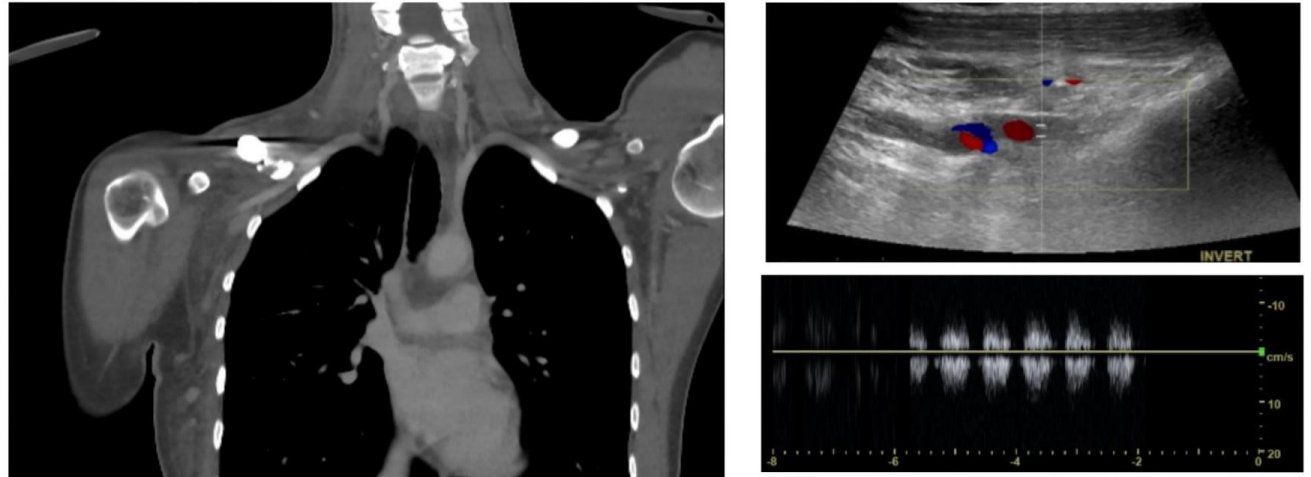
Se descarta trombosis mediante EcoDoppler de miembros superiores.
